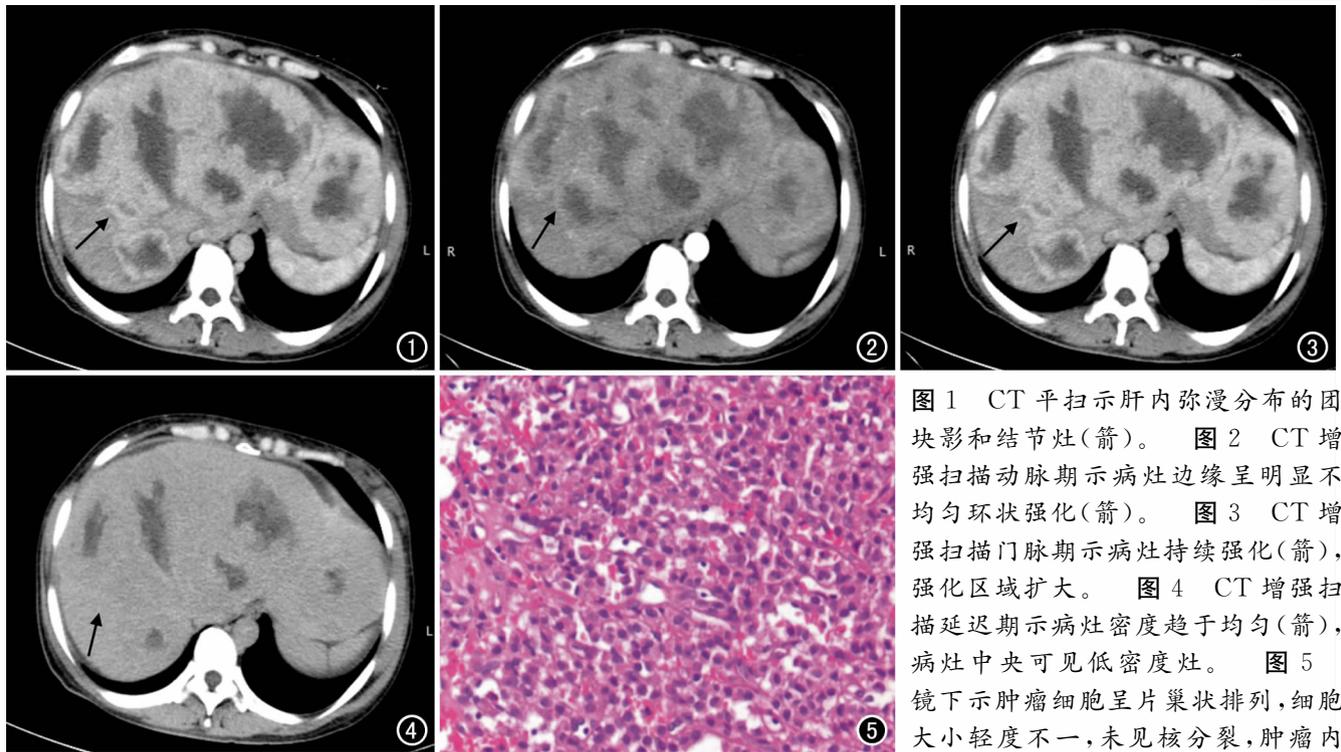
CT平扫示肝内弥漫分布的团块影和结节灶(箭)。图2 CT增强扫描动脉期示病灶边缘呈明显不均匀环状强化(箭)。图3 CT增强扫描门脉期示病灶持续强化(箭), 强化区域扩大。图4 CT增强扫描延迟期示病灶密度趋于均匀(箭), 病灶中央可见低密度灶。图5 镜下示肿瘤细胞呈片巢状排列, 细胞大小轻度不一, 未见核分裂, 肿瘤内血管丰富($\times 400$, HE)。
